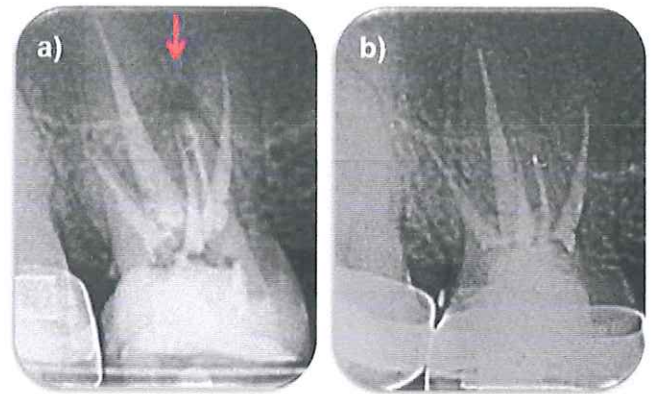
Control de radiografías periapicales: a) Tratamiento concluido: Se puede observar una lesión periapical en la raíz MV b) Control a 18 meses: Existe una evolución satisfactoria
